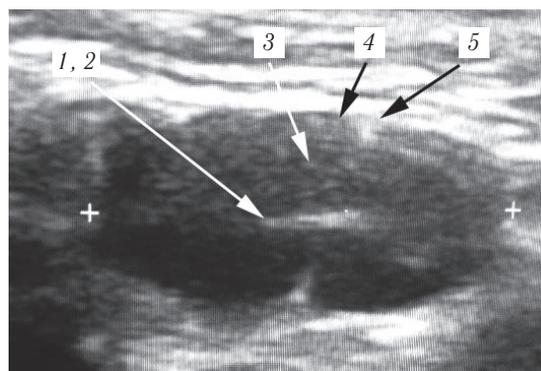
УЗИ. Реактивный лимфаденит. Увеличение, отек коркового вещества лимфатического узла.
